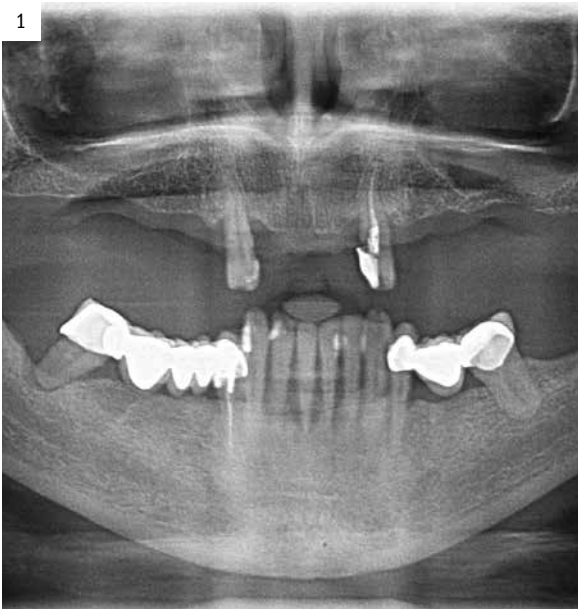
Radiografía panorámica previa.
